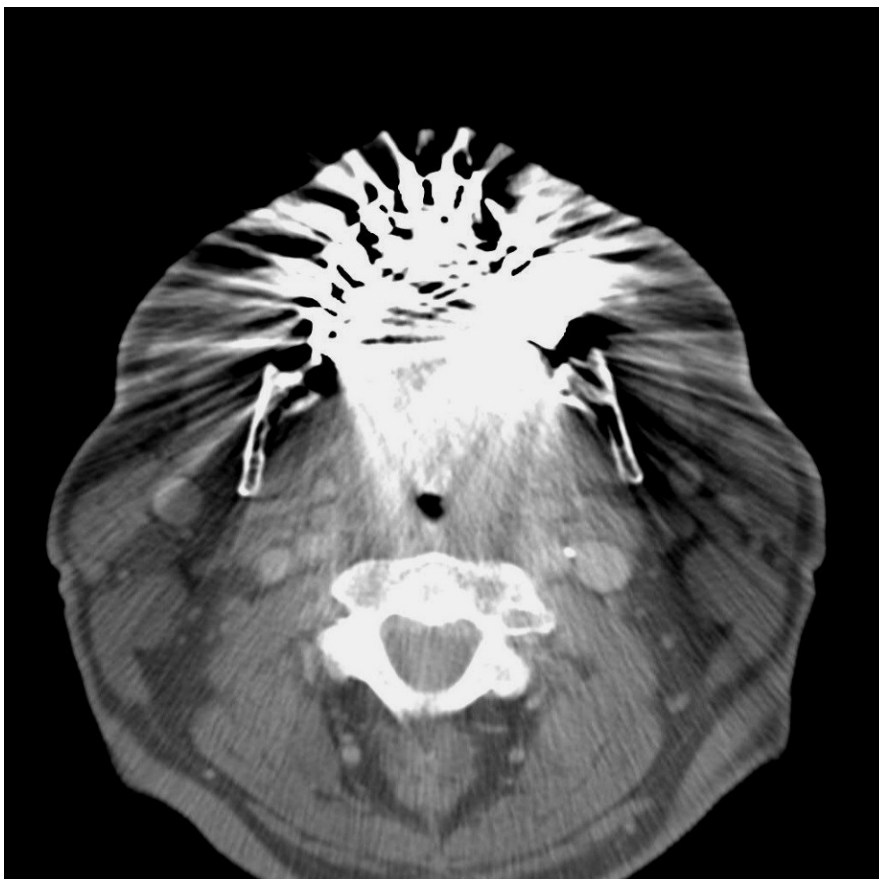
Metallartefakte im CT: der Mundboden als Tumorregion ist nicht beurteilbar
